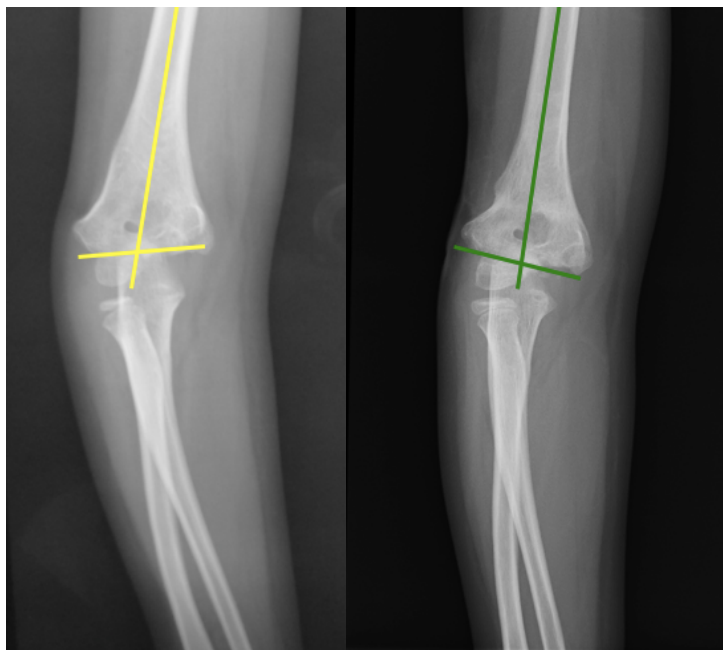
Radiografía anteroposterior en la que podemos observar la situación prequirúrgica de un paciente con cúbito varo (izquierda) y el resultado postquirúrgico con un ángulo de Baumann normal (derecha).
